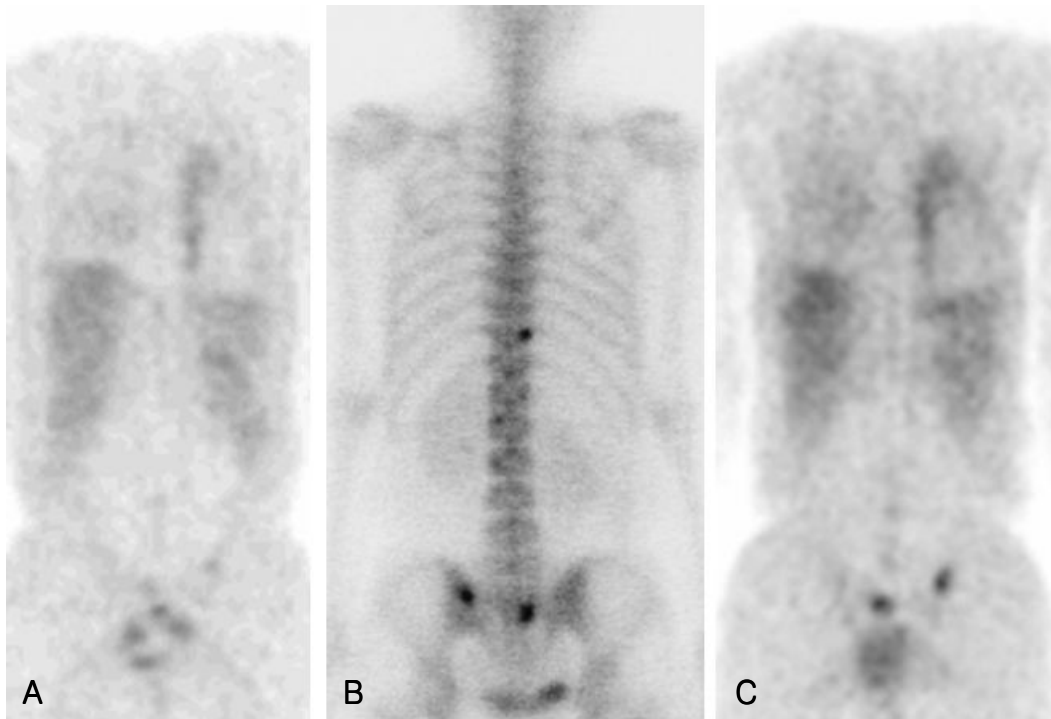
Skeletal metastasis. A) FDG PET at staging shows two foci of mild FDG uptake in the Lt. sacroiliac joint and sacrum which can be easily overlooked. B) Whole body bone scan taken at presentation demonstrate three foci of metastases in the Lt. sacroiliac joint, sacrum, and Rt. 11th costovertebral junction. C) The metastatic lesions become clear on FDG PET after 2 months.
